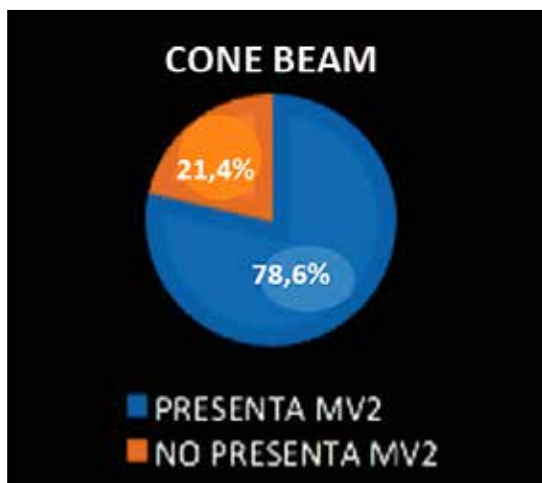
Distribución de la presencia de un segundo canal mesio vestibular según el uso de la técnica CBCT d.
